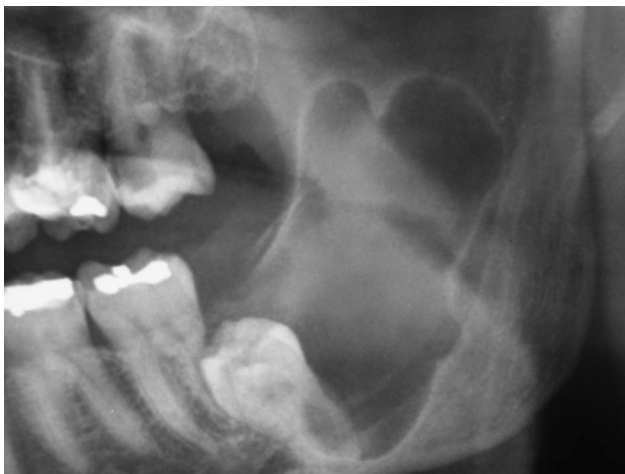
Ortopantomografia inicial, lesão radiolúcida na zona do 3.º quadrante.
